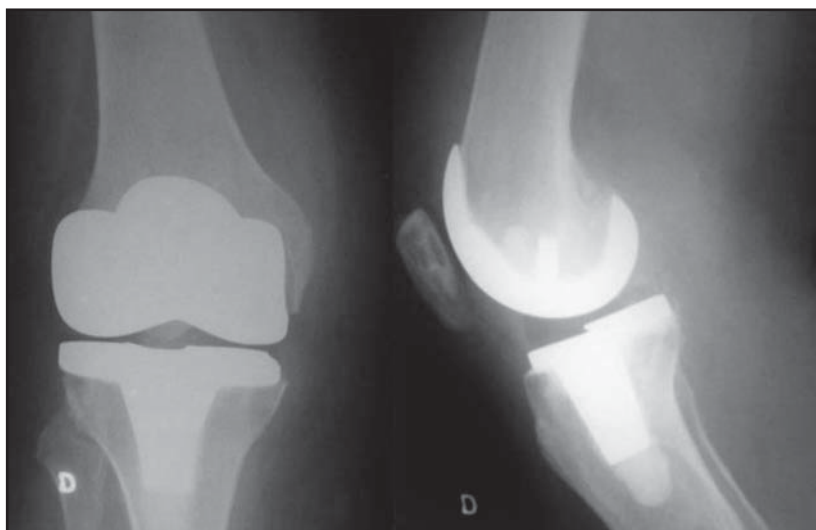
Radiografias do joelho direito (D) após artroplastia total com preservação da patela. À esquerda incidência ântero-posterior e a direita incidência lateral (perfil).
